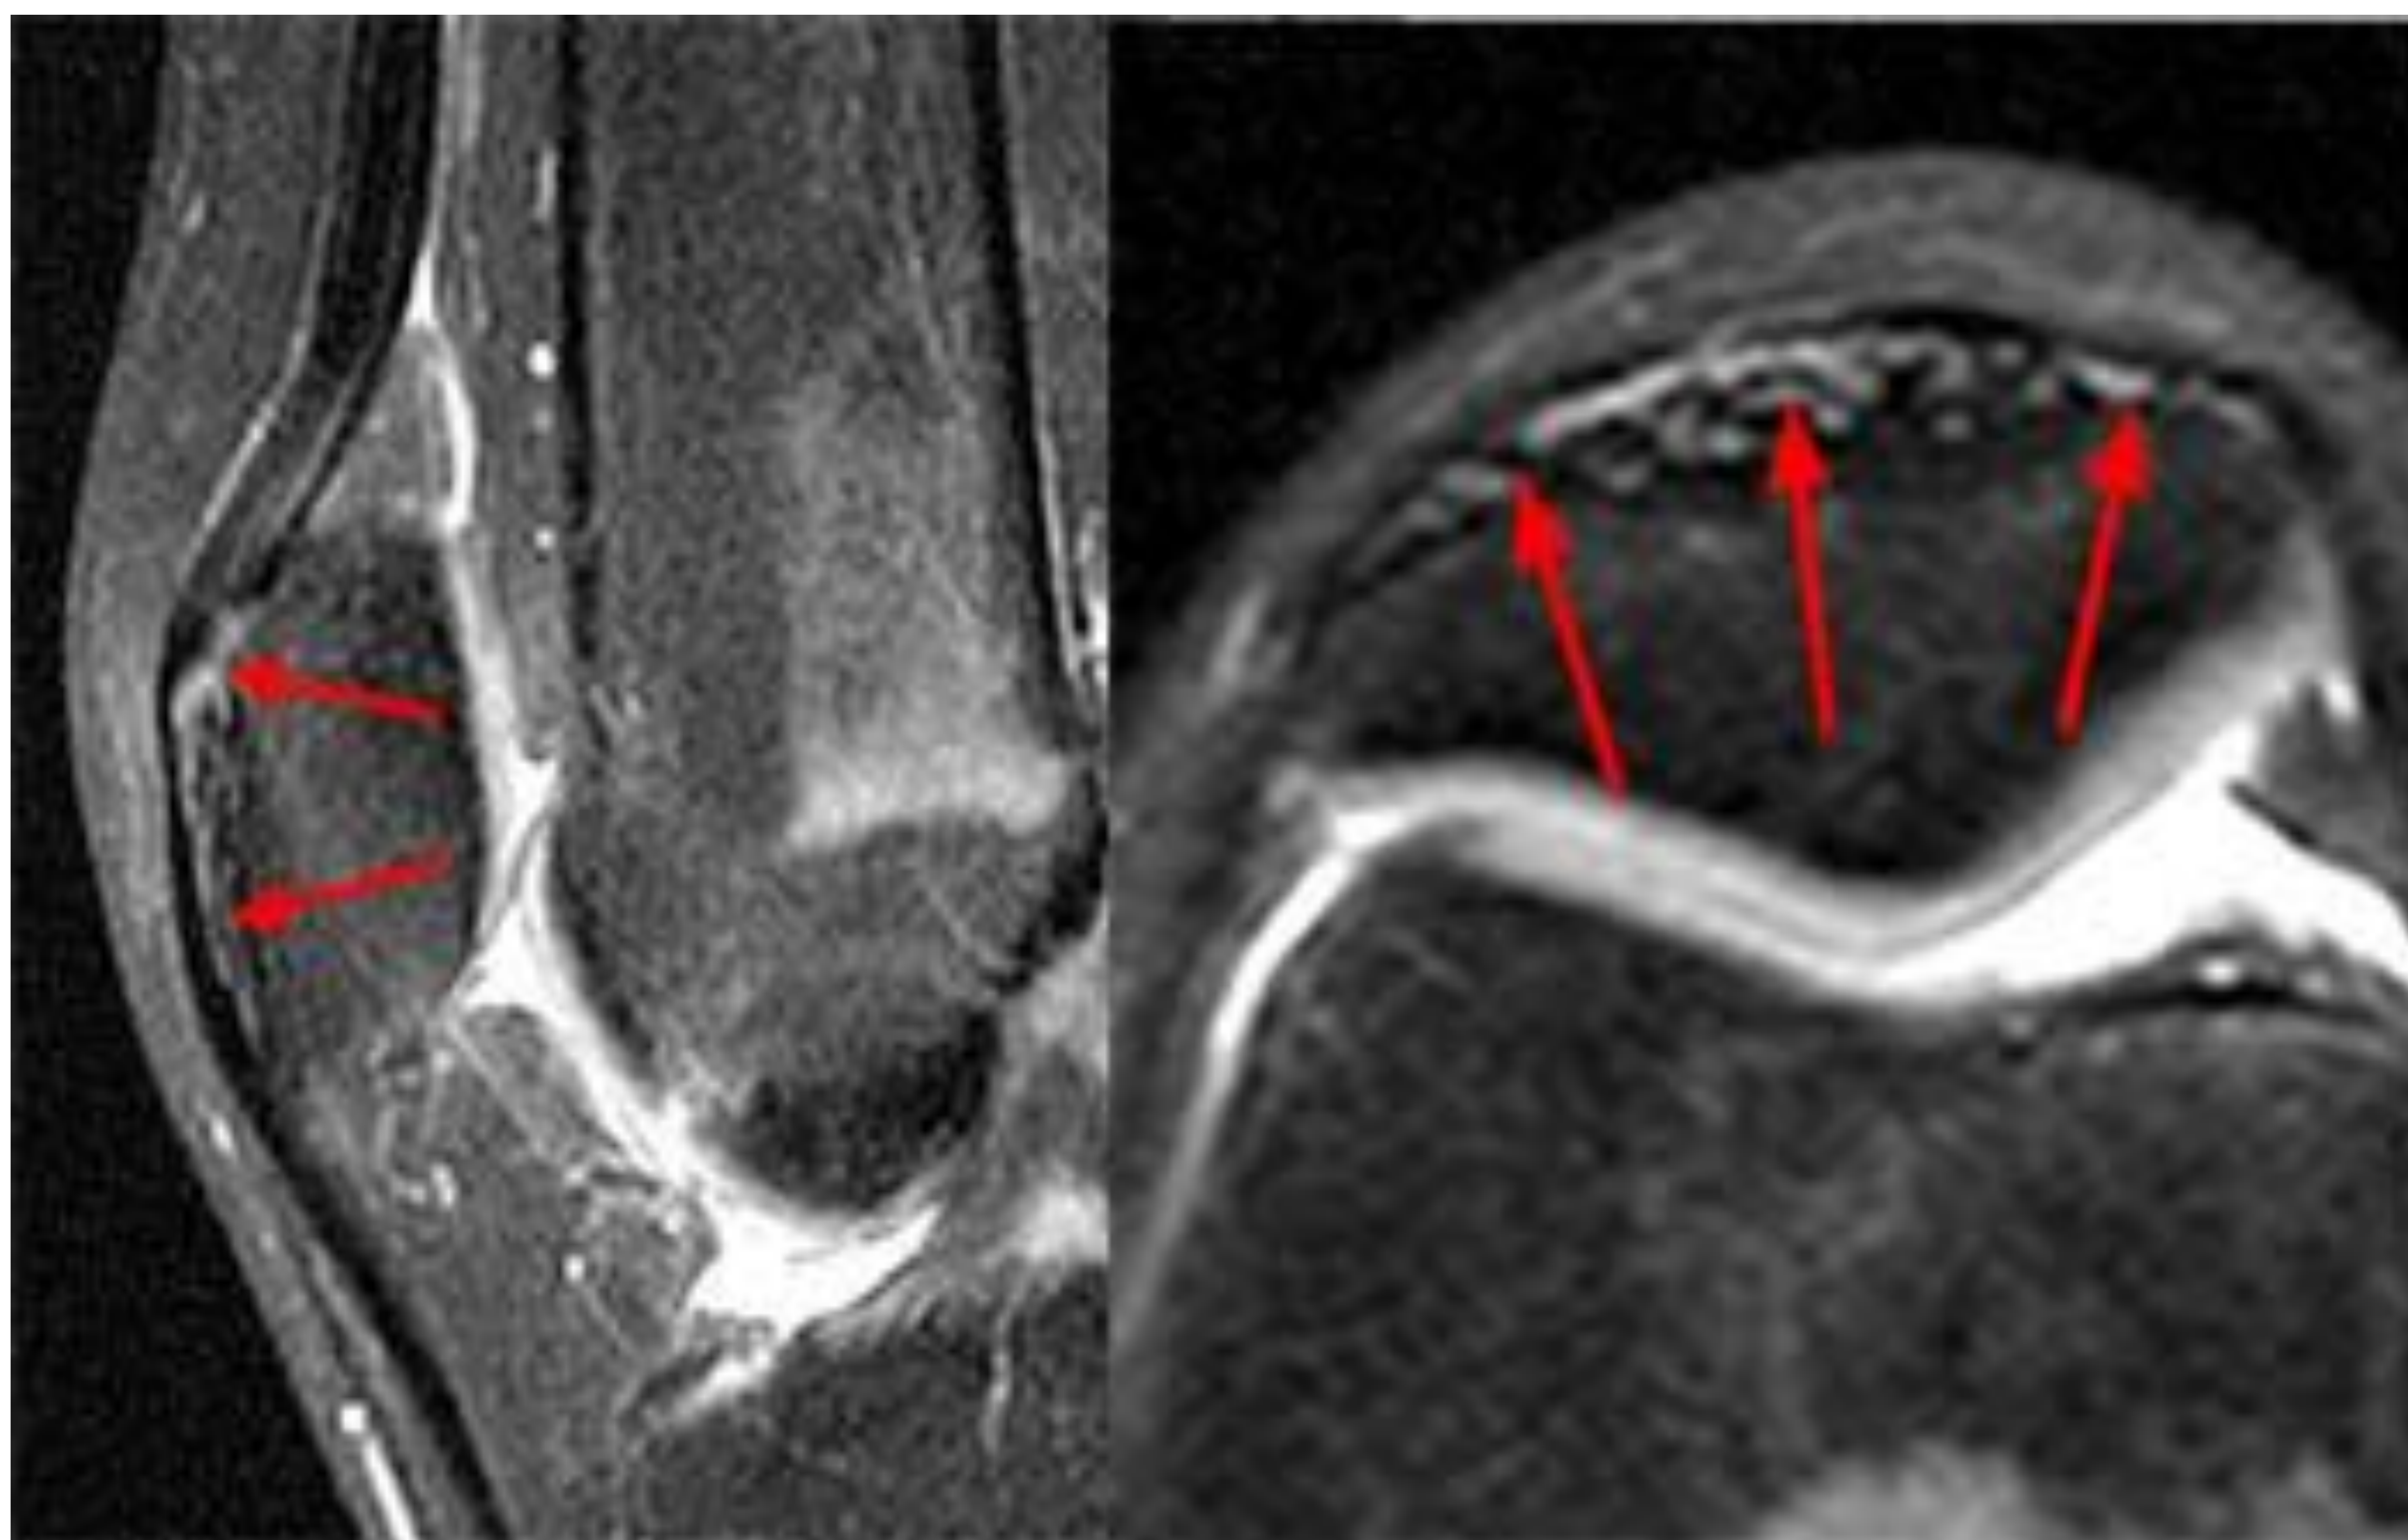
Lesión a nivel de la continuación cuádriceps prepatelar. Corte sagital (izquierda) y axial (derecha) de resonancia magnética secuencia de densidad protónica con supresión grasa: se visualiza aumento de intensidad de señal edema/liquido (flechas rojas) en la profundidad del tendón cuadricipital a nivel de la continuación prepatelar.
